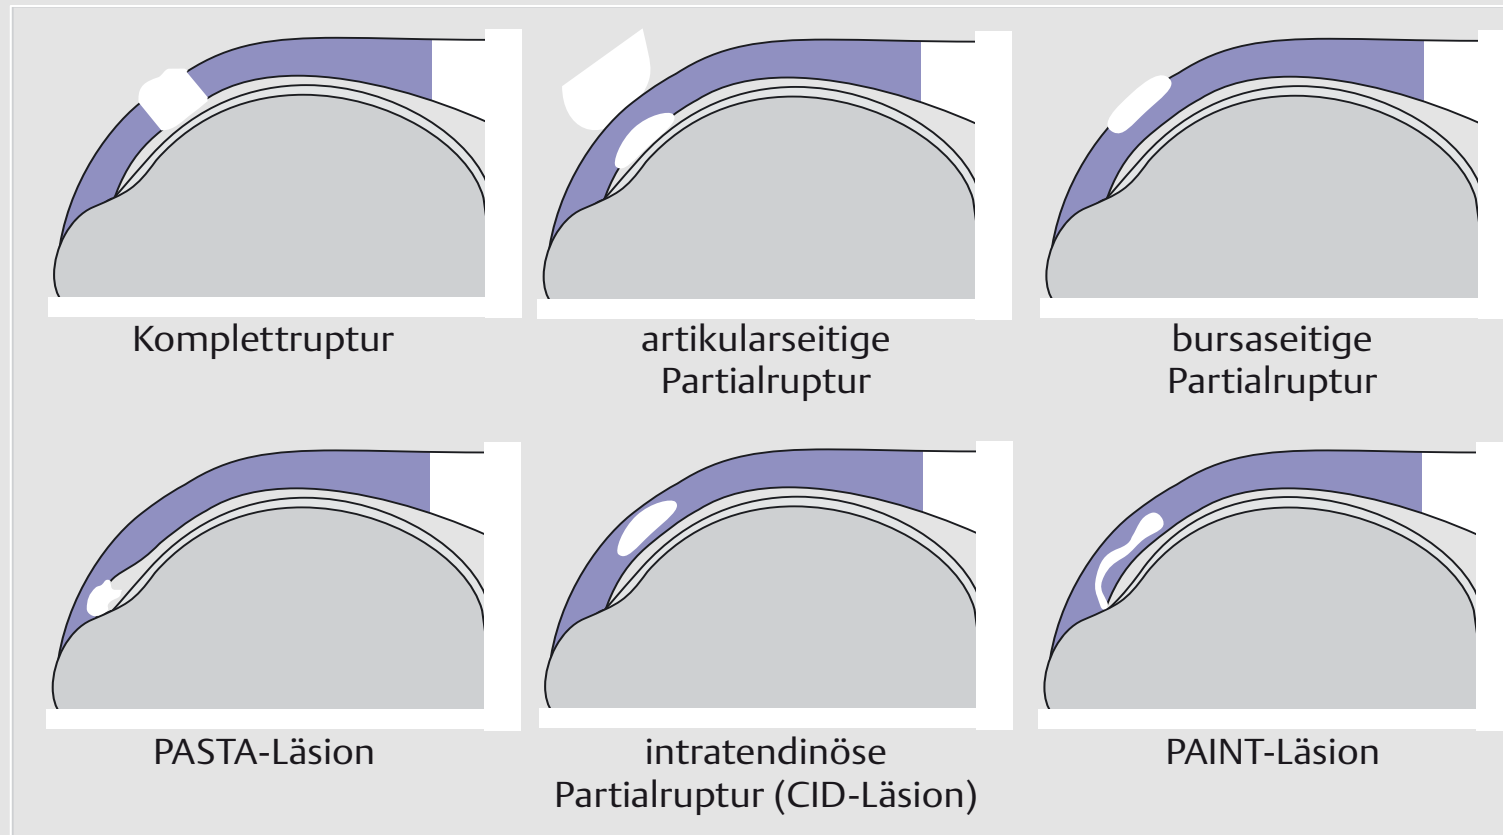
aus Stoller: MRI in Orthop. 3. Aufl.
